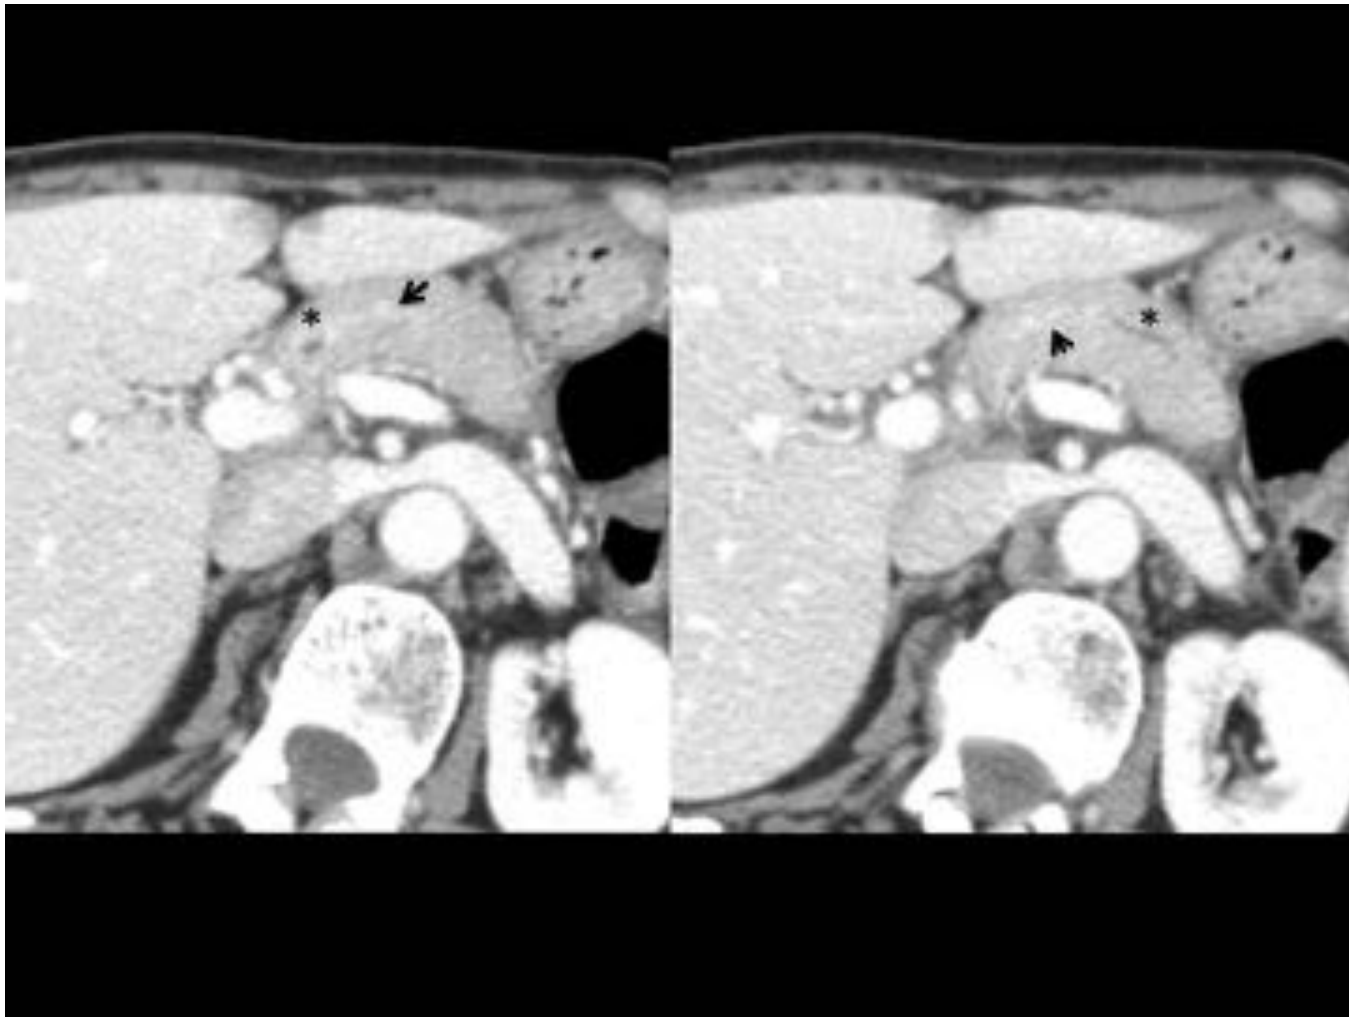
Pancreatitis autoinmune multifocal periductal. En la TC se observa una ténue hipercaptación parenquimatosa periductal (flecha) y una mínima dilatación del conducto pancreático principal discontinua (asterisco)
